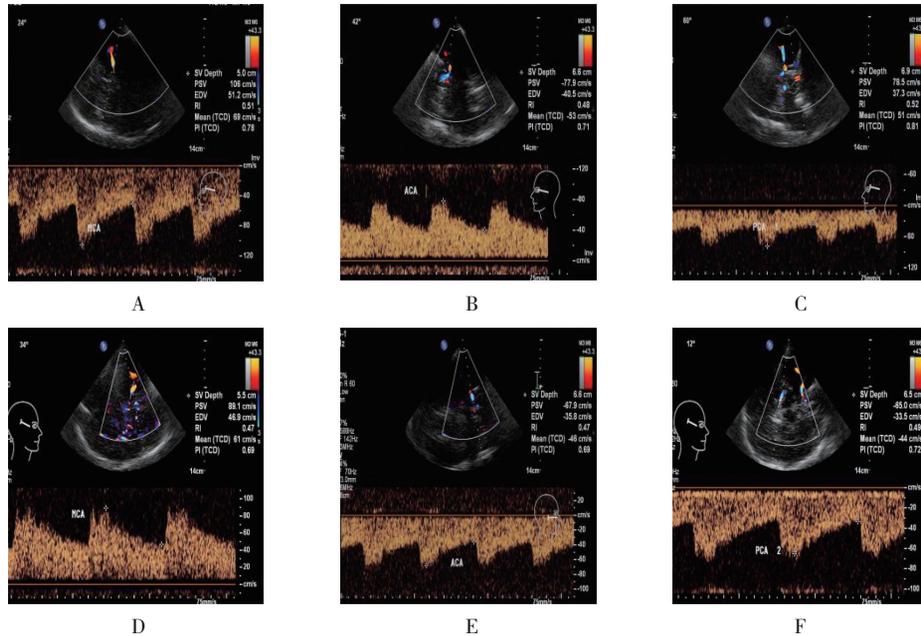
患者rTMS治疗前后经颅多普勒超声脑部血流动力学血流频谱
